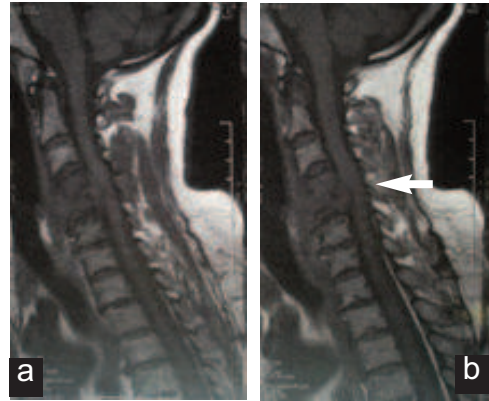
IRM cervicale en coupe sagittale en séquences pondérée T1 objectivant la spondylodiscite C4-C5 et l'épidurite.
